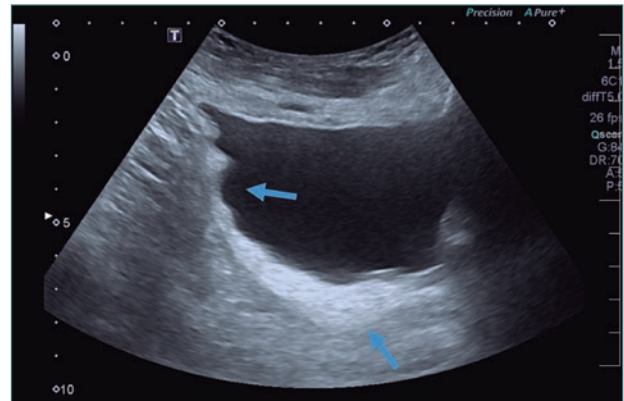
Ecograf a de vejiga urinaria con paredes lobuladas y difusamente engrosadas.
